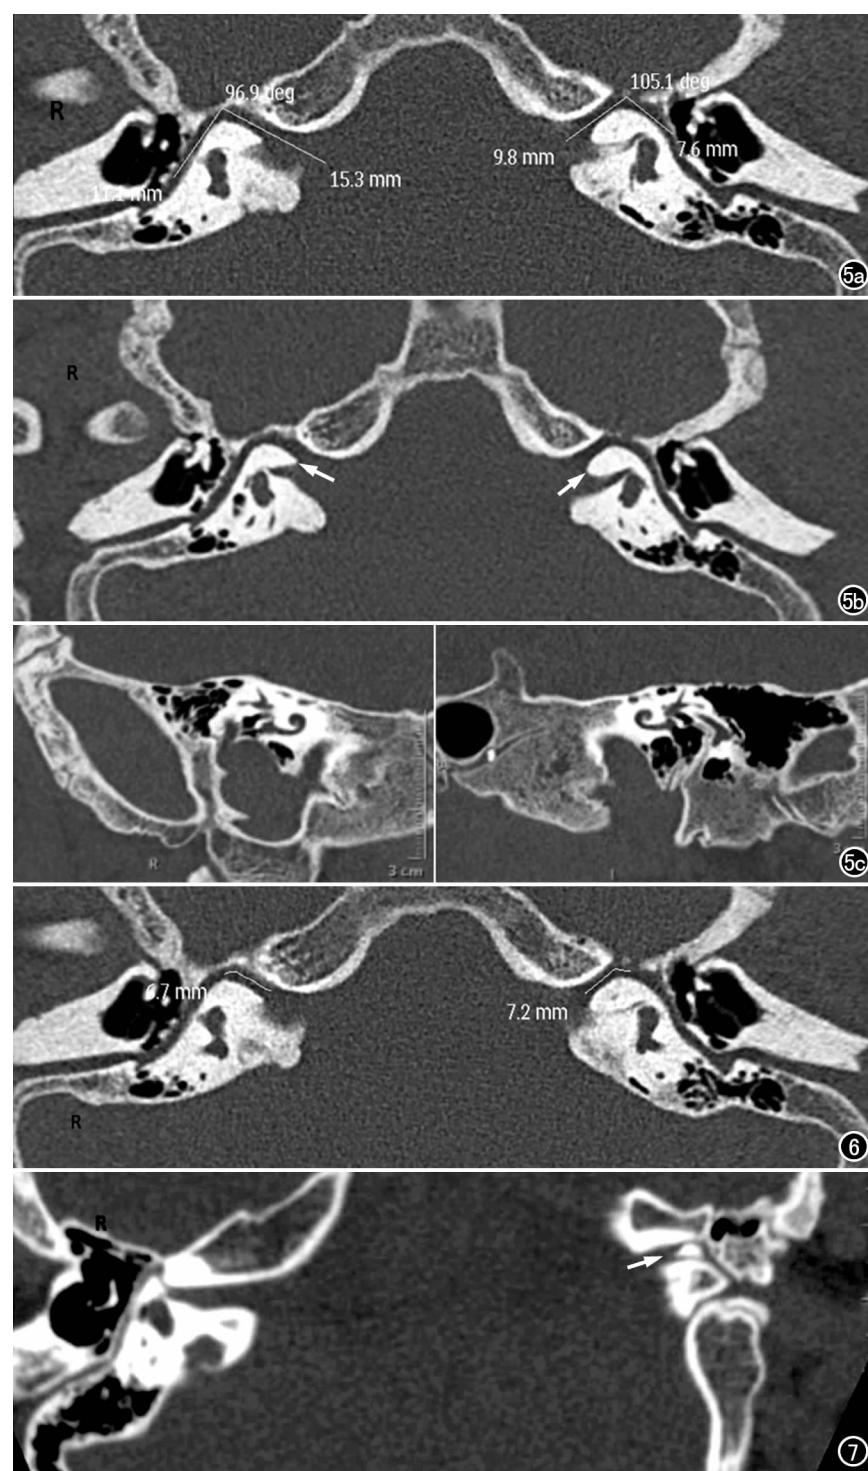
面神经管变异伴有耳蜗畸形。a) 面神经管 HRCT CPR 轴位图像, 显示双侧面神经管第一膝的角度(以膝状神经窝的中心为顶点, 鼓室段及迷路段为边所构成的角, 白线)为钝角, 较正常时(约 75°)角度增大; b) 轴位 CPR 图像显示双侧内听道垂直嵴增粗(箭), 伴有双侧耳蜗畸形; c) MPR 图像显示双侧耳蜗畸形。图6 面神经管 HRCT 轴位 CPR 图像显示面神经管起始部向前内移位, 迷路段(白线)长度增加(右侧: 6.7 mm, 左侧: 7.2 mm)。图7 面神经管 HRCT 冠状位 CPR 图像显示左侧迷路段分叉(箭), 右侧正常。
